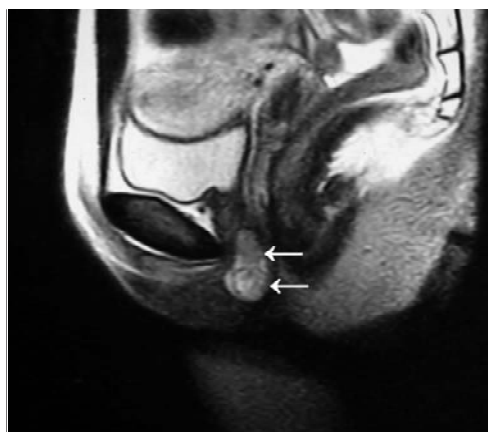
T2 weighted MRI shows a tumor of high signal intensity (The tumor was of low signal intensity on T1-weighted images).
